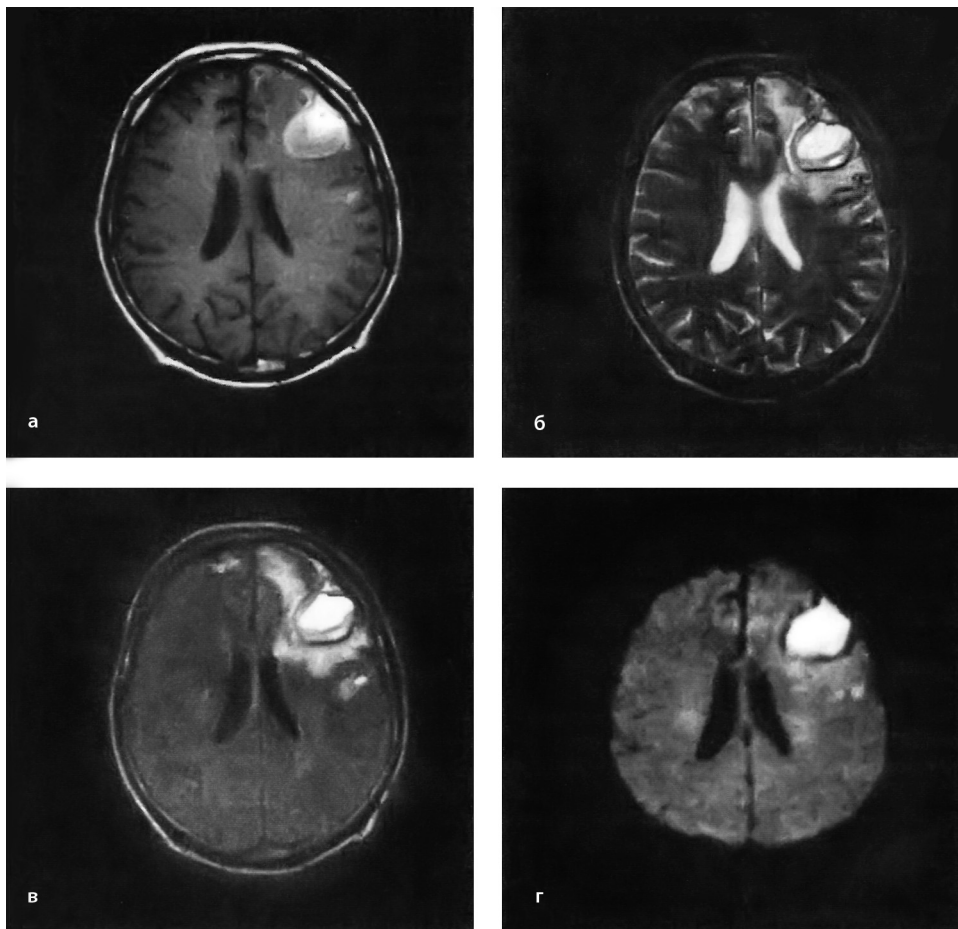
Черепно-мозговая травма. Внутричерепная гематома левой лобной доли мозга. МРТ в режимах T1 (а), T2 (б), FLAIR (в), диффузионно-взвешенное изображение (г).
